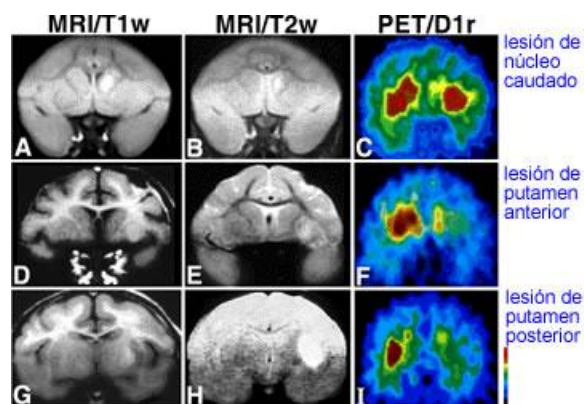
Imágenes en RNM en T1 (Tiempo 1) y T2 (Tiempo 2) y en PET de la enfermedad de Huntington tomadas en Corea, en las que se aprecian las lesiones del núcleo caudado y del putamen. Imágenes reproducidas de: Anna-Liisa Brownell, Physics Research, Edwards-5. Massachusetts General Hospital. Boston, Estados Unidos. ABrownell@Partners.org
